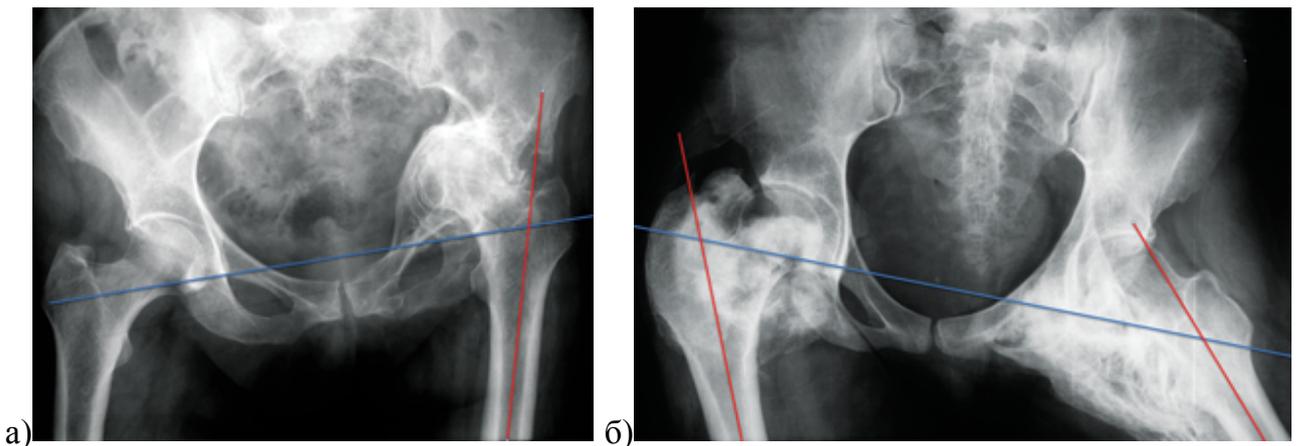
Рентгенограммы таза: а) пациентки 65 лет с анкилозом левого тазобедренного сустава в порочном положении (приведение 15° , сгибание 15°), сформировавшимся за 12 лет на фоне неправильно сросшегося двухколонного перелома таза; б) рентгенограмма таза пациентки 25 лет с двухсторонними гетеротипическими оссификатами с анкилозированием обоих тазобедренных суставов в порочном положении (справа: приведение $22,9^\circ$, сгибание 25° ; слева: отведение $42,2^\circ$, сгибание 32°)
